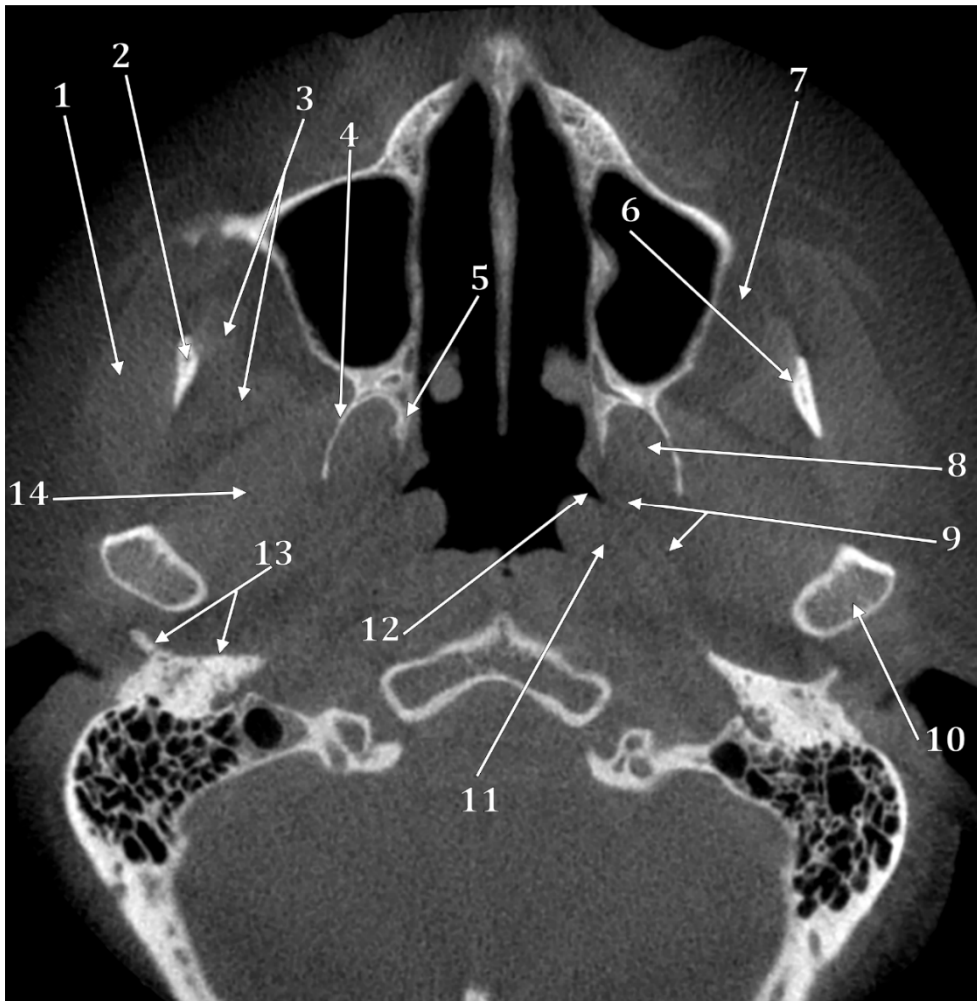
Secțiune CBCT axială prin fosele infratemporale superior de incizura mandibulei. 1. m. maseter; 2. procesul coronoid; 3. m. temporal; 4. lama pterigoidiană laterală; 5. lama pterigoidiană medială; 6. creasta temporală; 7. corpul adipos bucal; 8. m. pterigoidian medial; 9. m. tensor al vălului palatin; 10. condilul mandibulei; 11. m. ridicător al vălului palatin; 12. tuba auditivă; 13. placa timpanică; 14. fasciculul inferior al m. pterigoidian lateral.
